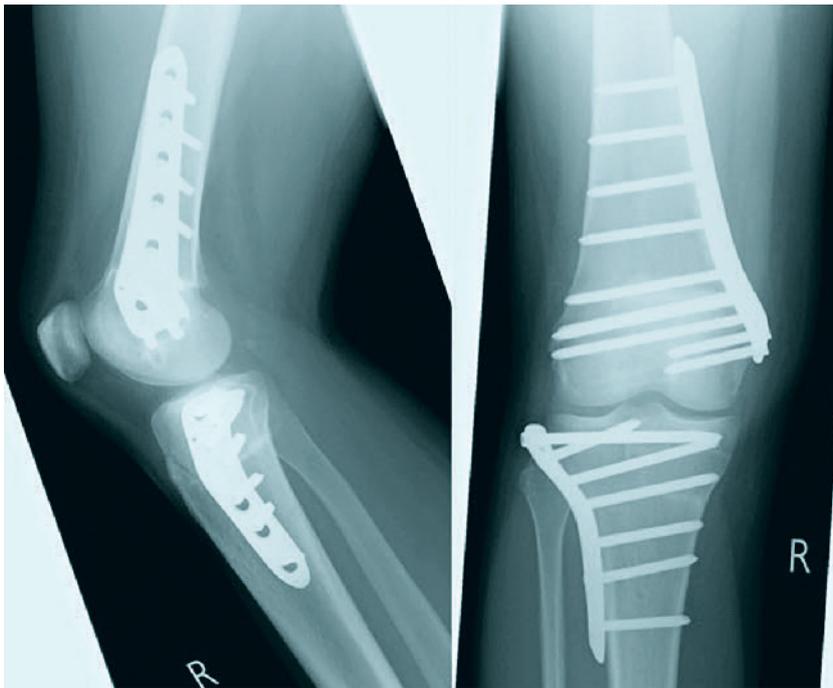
Postoperative Röntgenkontrolle in 2 Ebenen: Durchgeführt wurde eine bifokale Torsionsosteotomie: femorale suprakondyläre Außentorsionskorrektur, winkelstabile Plattenosteosynthese von medial, simultane tibiale supratuberositäre Innentorsionskorrektur mit winkelstabiler Plattenosteosynthese von lateral.
